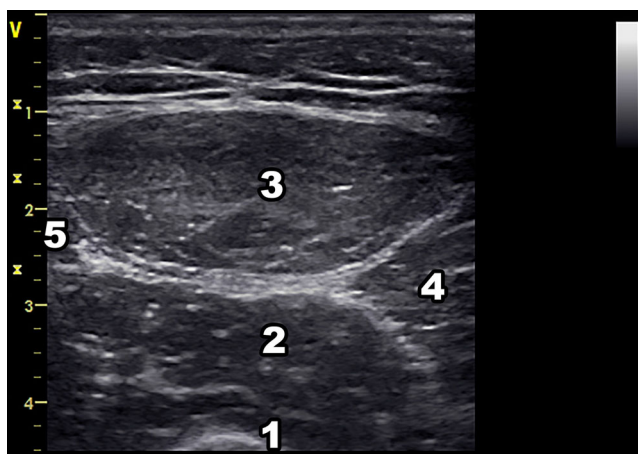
Coupe échographique frontale à mi-cuisse. 1 : fémur ; 2 : vaste intermédiaire ; 3 : droit fémoral ; 4 : vaste médial ; 5 : vaste latéral
